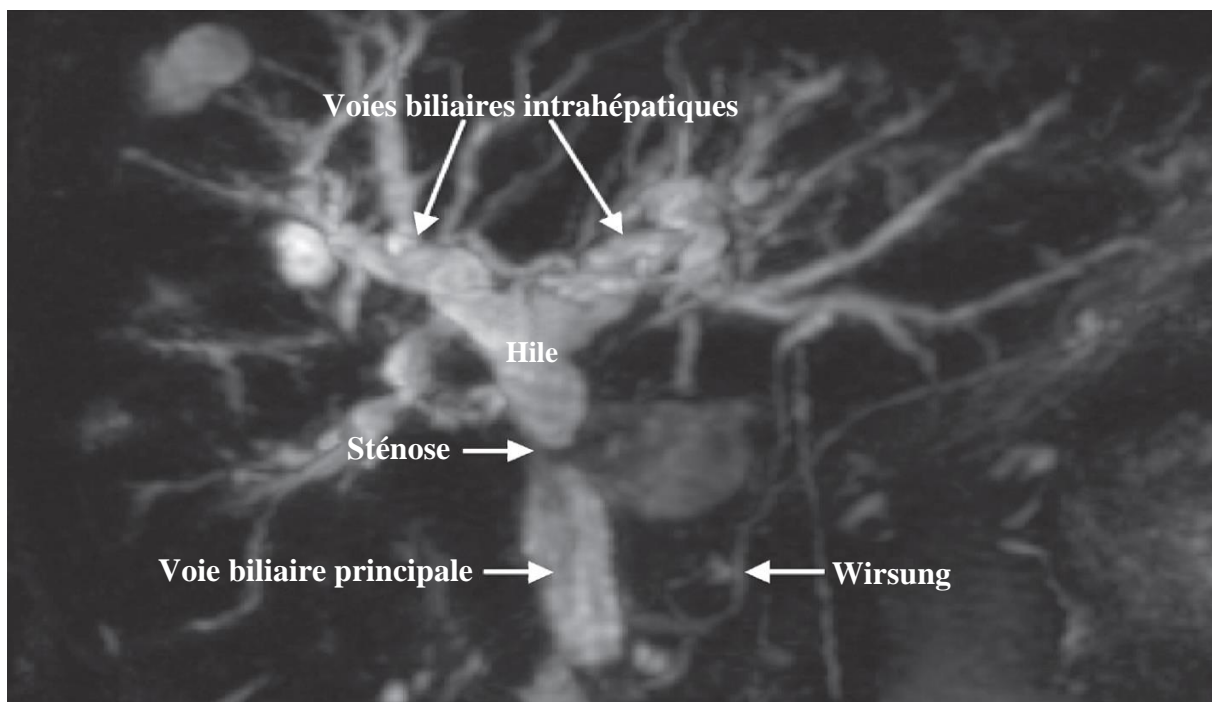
CP-IRM montrant une sténose de la VBP.
